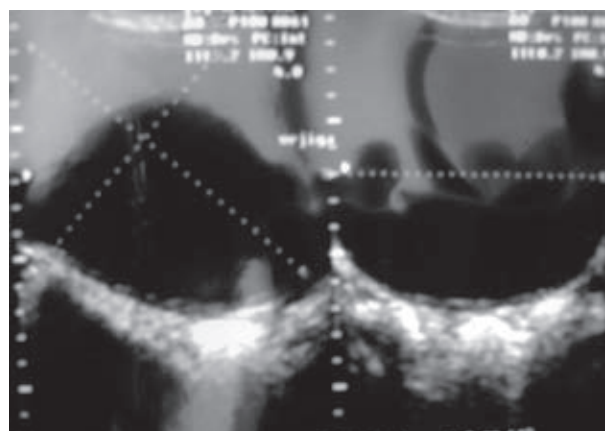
Ultrasonido previo donde se informan datos de coágulos intravesicales y prostatitis.
